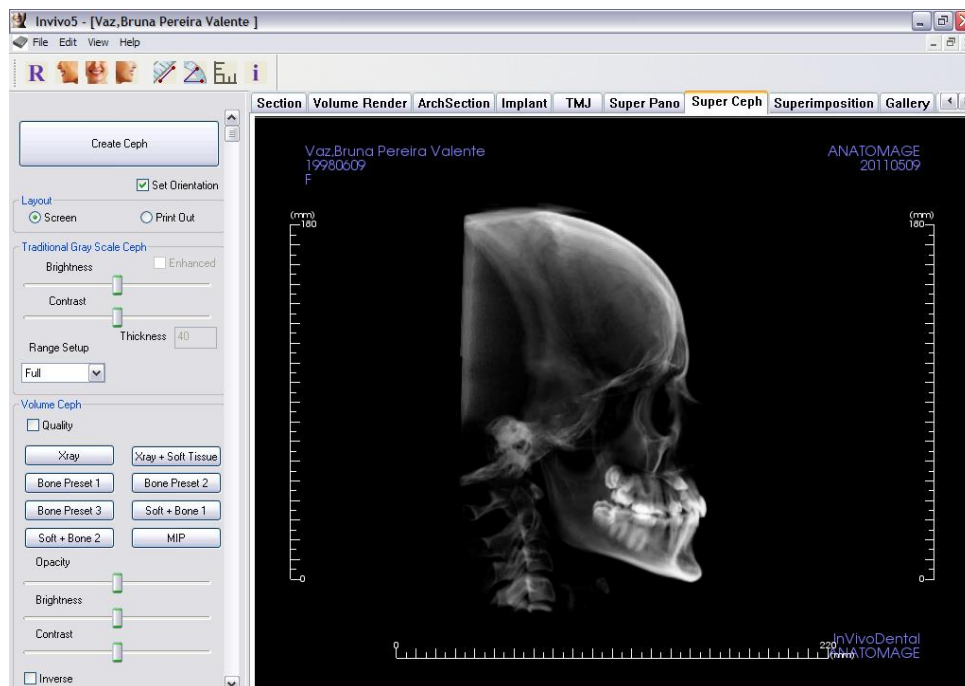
Visualização do crânio no modo Super Ceph equivalente à radiografia cefalométrica lateral.
